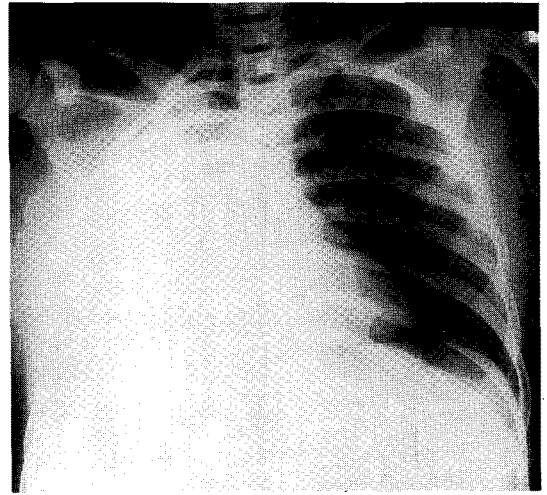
Simple chest x-ray showing right total lung collapse
